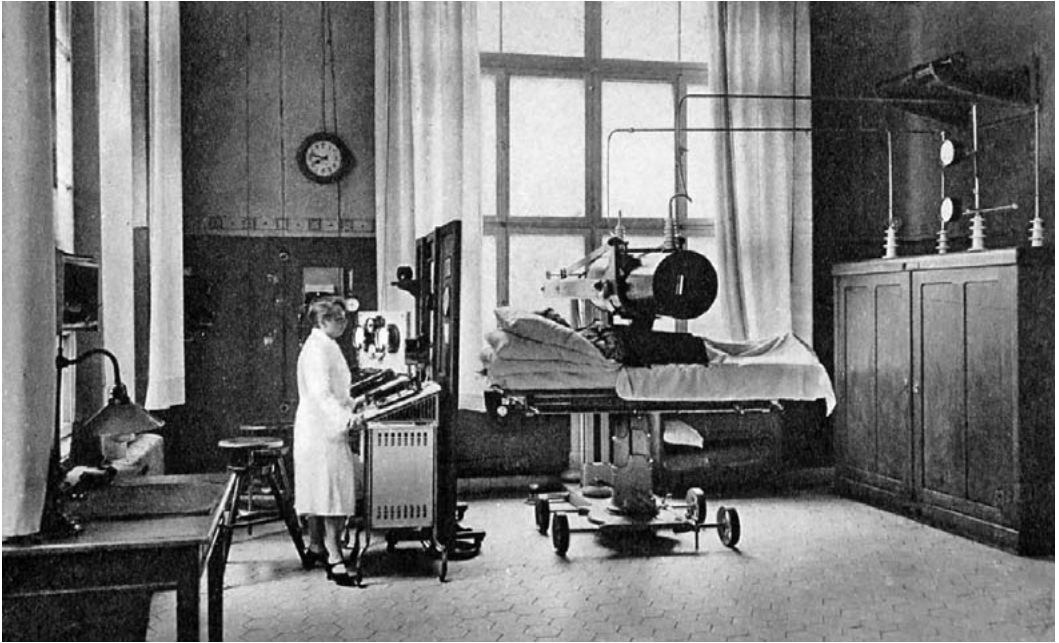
Erste Maßnahmen des Strahlenschutzes an Röntgenröhren: „Wintz-Kanone“ um 1925 (Quelle: Archiv Frauenklinik Erlangen).
